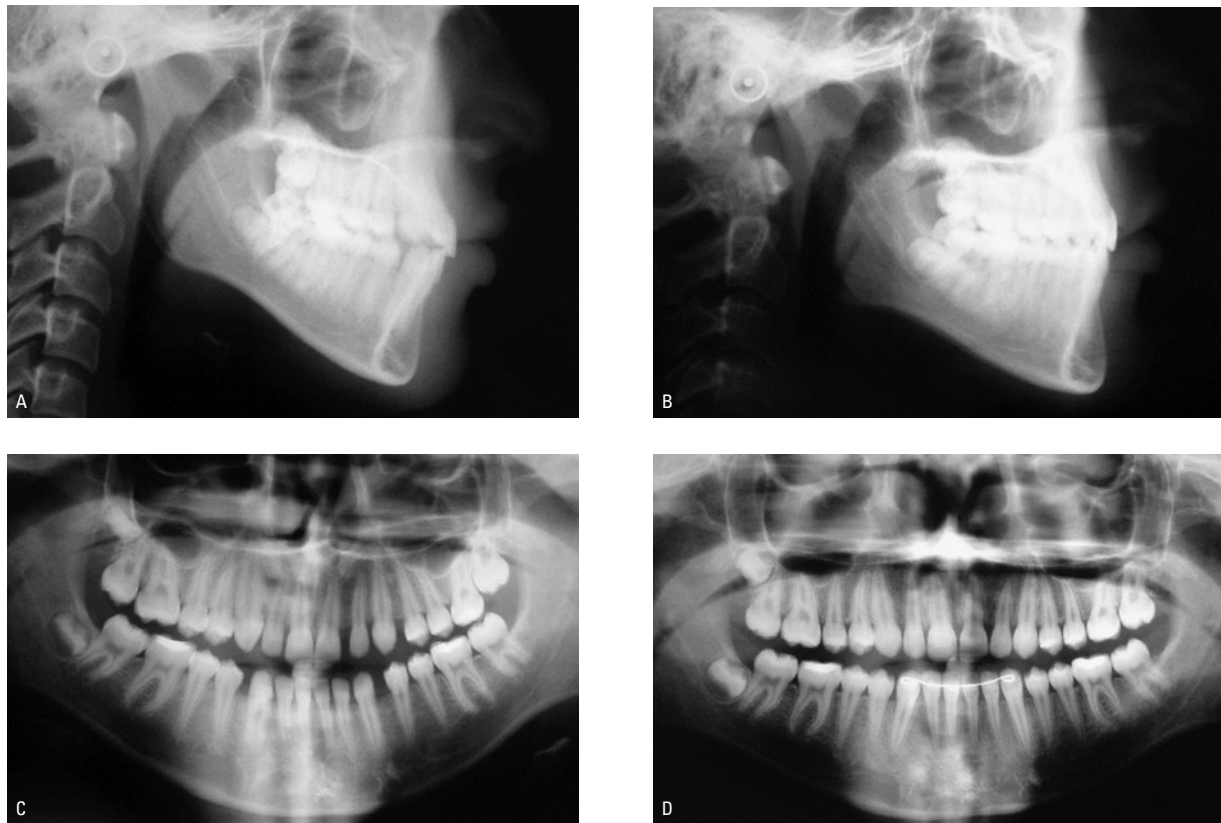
Teleradiografias em norma lateral do paciente 3 - A) inicial, B) controle pós- tratamento. Radiografias panorâmicas: C) Inicial, D) controle pós- tratamento.
